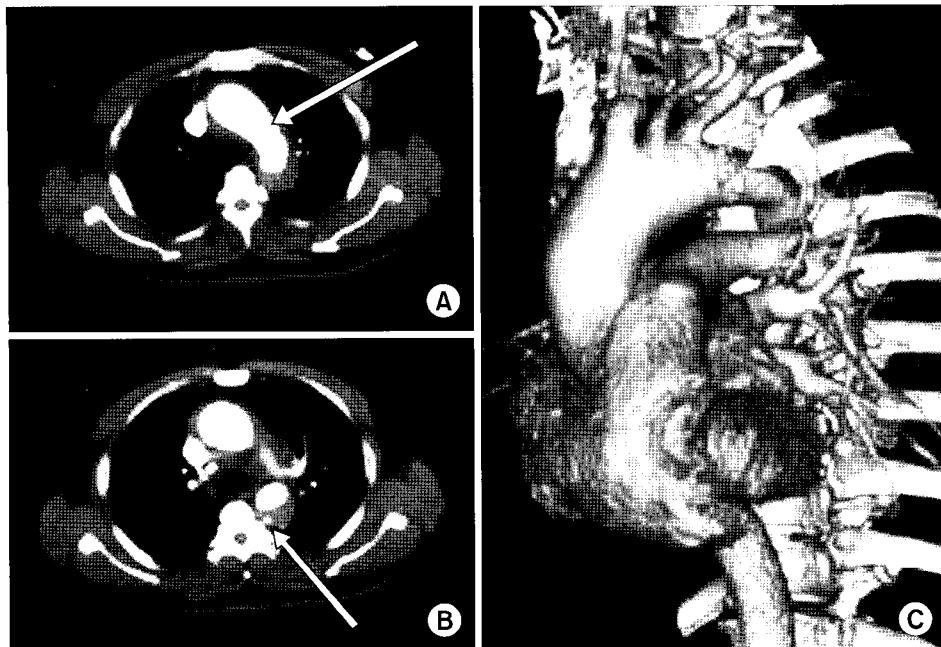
Preoperative CT images of Patient 36. Apparently, there is not a definitive finding suggestive of intimal defect except for a focal irregularity in the aortic wall (A, arrow). However, a small area of contrast enhancement in the intramural hematoma (B, arrow) raises the possibility that an intimal defect is present. Three dimensional image strengthens such suspicion(C, arrowhead). Intraoperatively, a 3cm-long transverse tear was found in the corresponding location. If not sought for with a high degree of suspicion, such a defect could have been overlooked.
